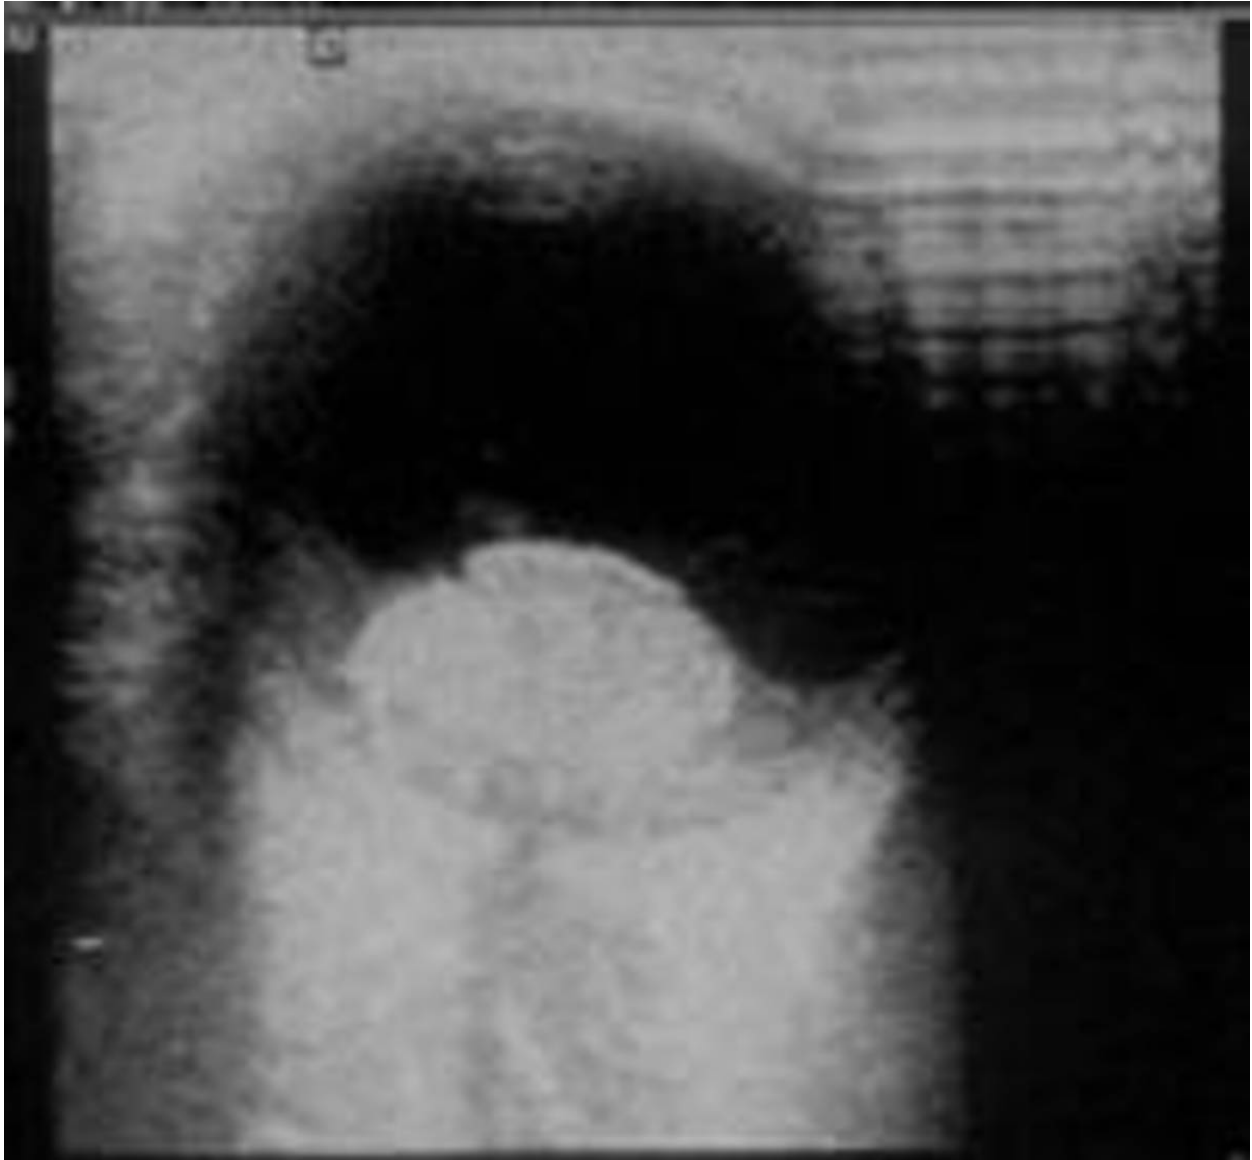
Ecografía ocular: imagen típica del Retinoblastoma.
